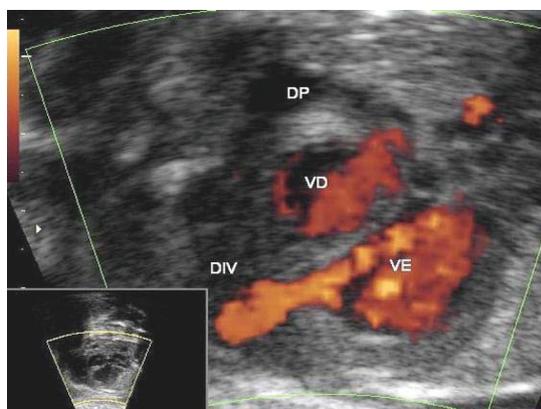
Ecocardiograma fetal demonstrando divertículo em ápex do ventrículo esquerdo e derrame pericárdico. DIV – divertículo; VD – ventrículo direito; VE – ventrículo esquerdo; DP – derrame pericárdico.
